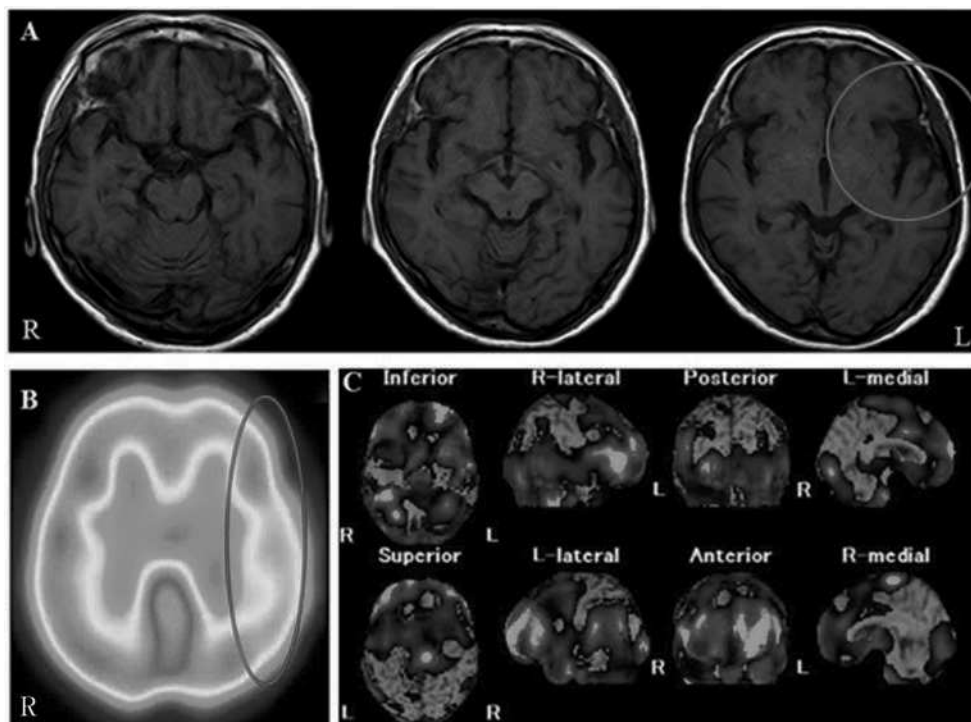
症例1 (PNFA) の画像所見 (MRI, SPECT)
